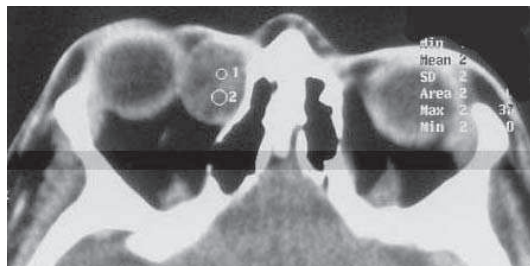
TDM en coupe axiale, kyste dermoïde intra orbitaire droit
